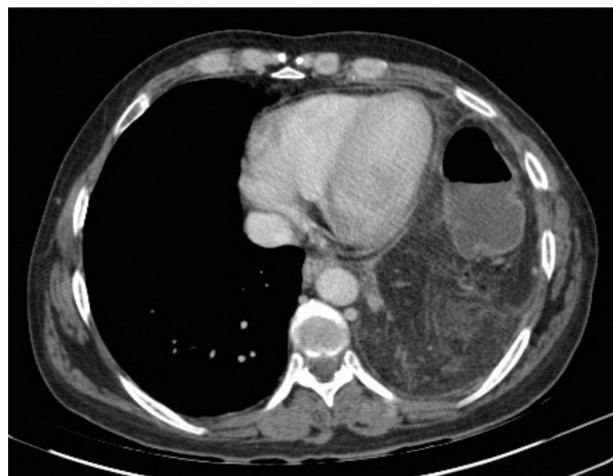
TAC torácica con ocupación del hemidiafragma izquierdo por colon transverso y epiplón mayor.
